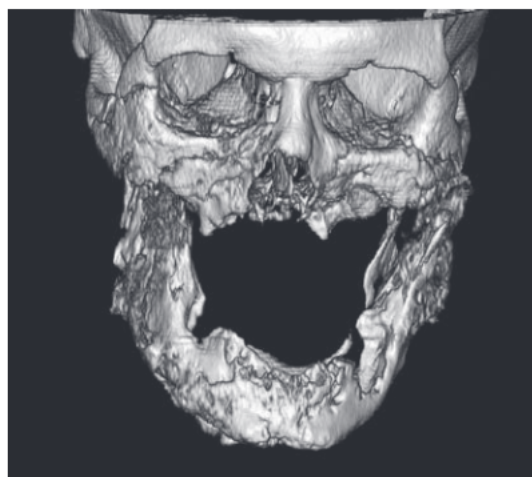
3D-КТ: массивные поражения нижней и средней зоны лица — тотальный некроз нижней челюсти, верхней челюсти, скуловых костей с обеих сторон.
